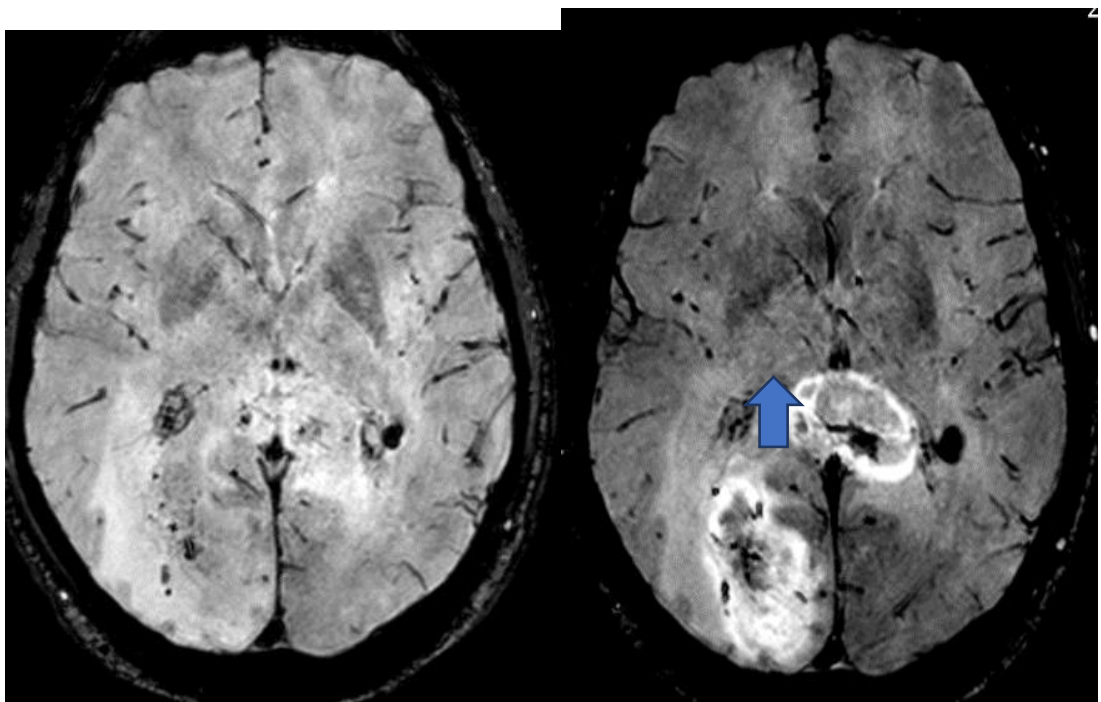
Приклади реоксигенації ГБМ після введення кисню (CPX+O₂). МРТ T2* до введення O₂ (А) та після, через 5 годин (Б). МР-сигнал значно посилюється, переважно у зоні пухлинної гіпоксії, за рахунок реоксигенації (стрілка). Для лікування цієї мультиформної гліобластоми було обрано тактику CPX з використанням радіосенсибілізації (CPX+O₂).
